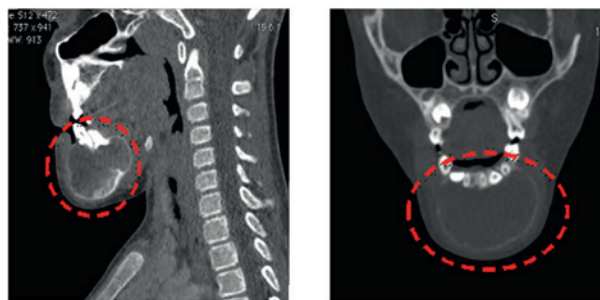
Этап предоперационного обследования. КТ головы и шеи с контрастным усилением – определяется объемное образование нижней челюсти
